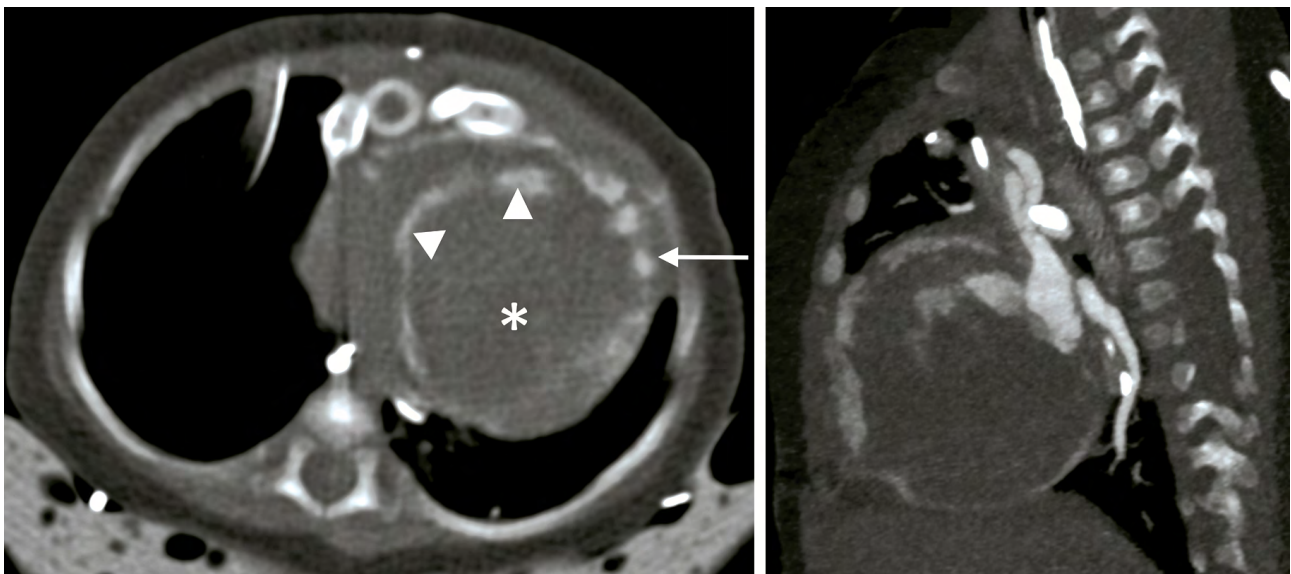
Lactante de 3 meses de edad en hospitalización desde el nacimiento, con antecedente de miocardiopatía dilatada congénita e insuficiencia cardíaca que requirió terapia con ECMO. (a) imagen axial de tomografía computarizada de proyección de máxima intensidad (MIP) demuestra dilatación masiva del ventrículo izquierdo (*) con calcificaciones del miocardio que incluyen la pared libre de ambos ventrículos (flechas) y el septo interventricular (puntas de flecha). Imagen sagital del mismo estudio demuestra la naturaleza circunferencial de las calcificaciones.
